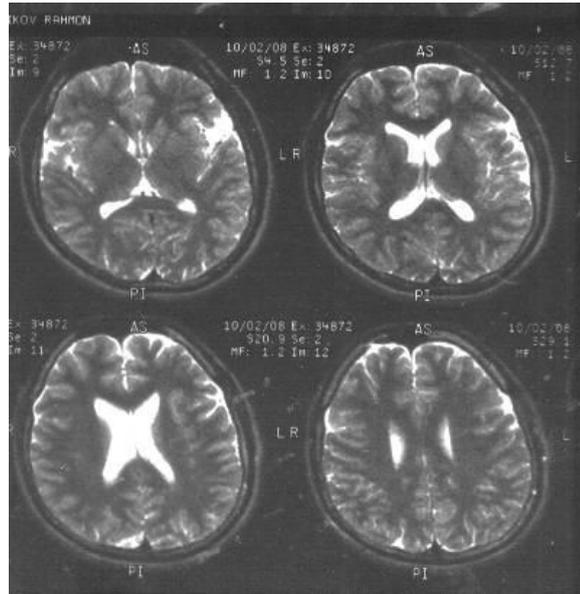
МРТ головного мозга у больных посттравматической эпилепсией
